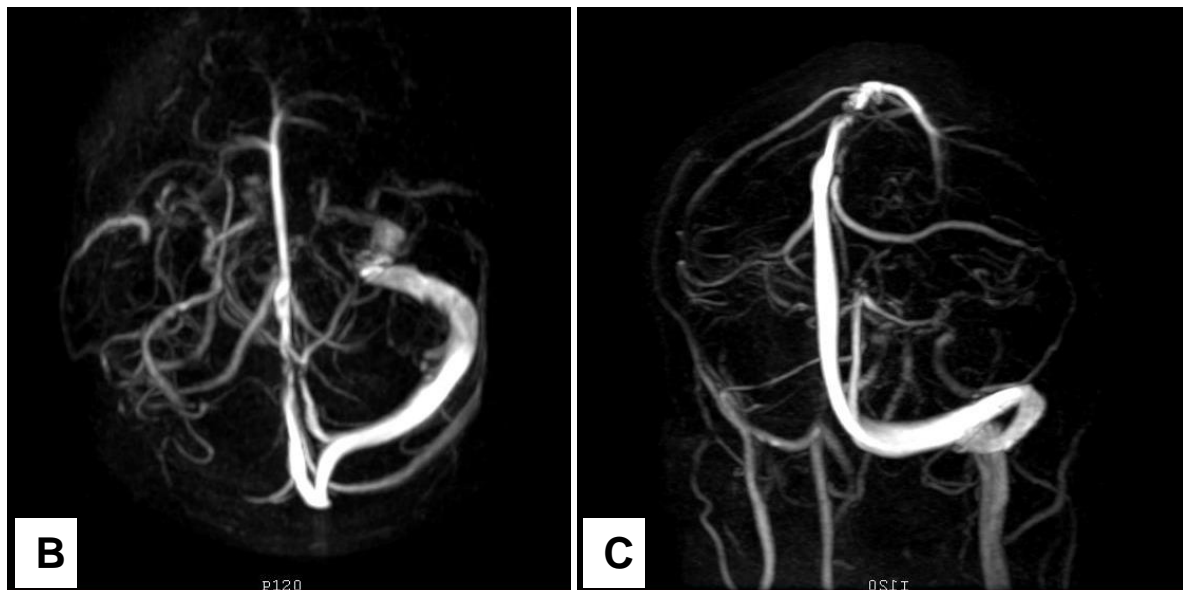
Imagen B y C. Venoresonancia. Hipoplasia del seno transversal derecho y sigmoideo derecho.
